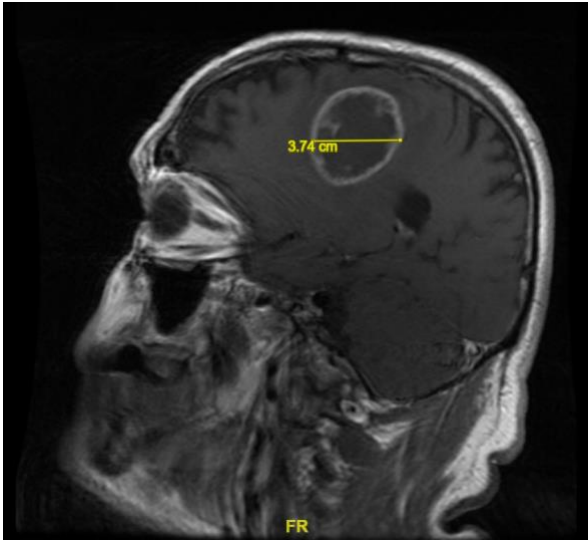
sezione sagittale di MRI con mdc pesata in T1 con misurazione del diametro antero-posteriore del GBM.
